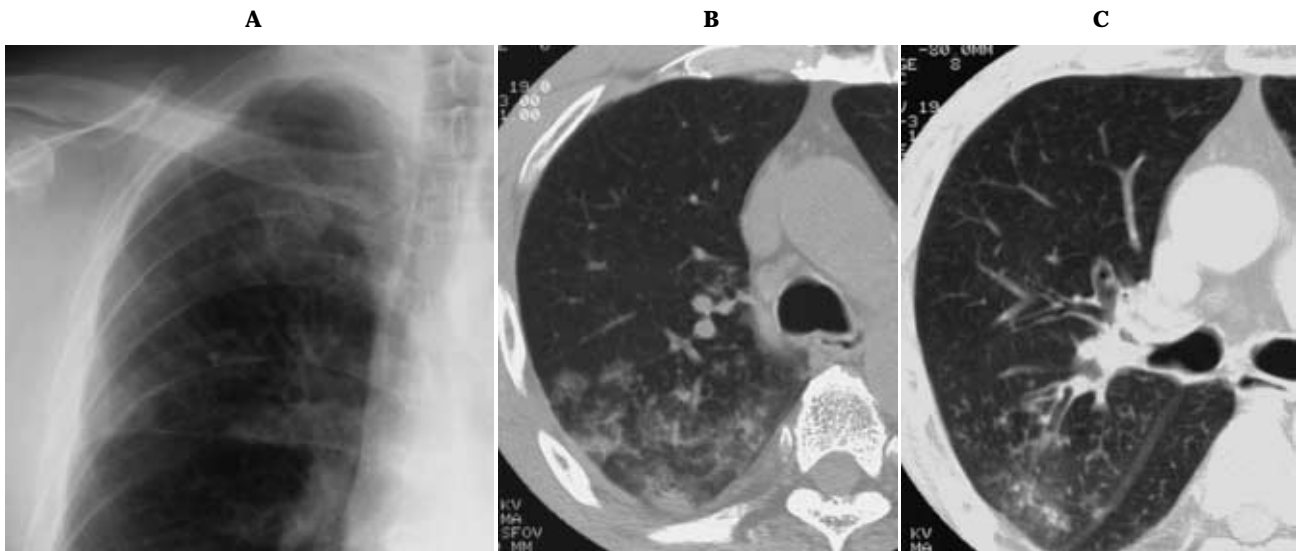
Squamous cell carcinoma, central type: Chest radiograph (CR \times A) and high-resolution CT (HRCT \times B) show multiple small nodular opacities with centrilobular distribution in the right upper lobe. The findings may be considered as pneumonia. But in careful observation (C) a polypoid lesion, which is squamous cell carcinoma of central type is depicted in the right upper lobar bronchus.
